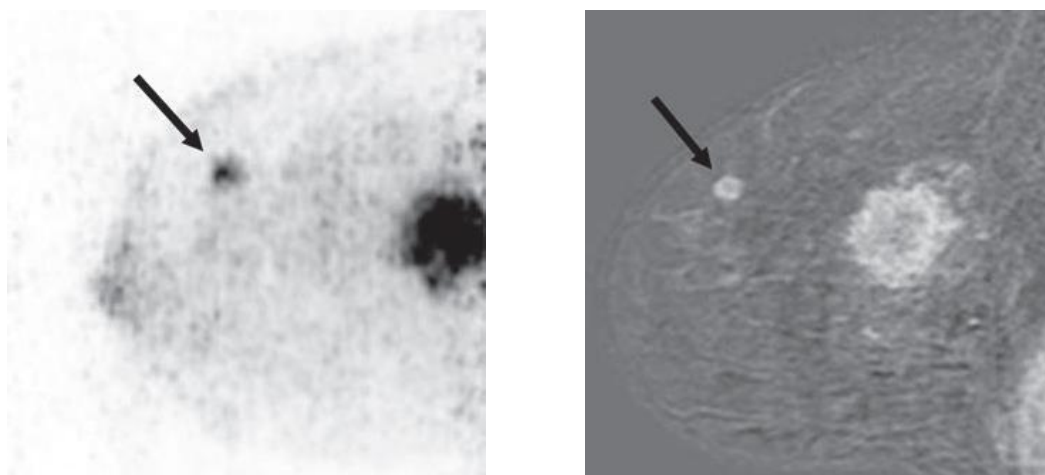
Comparación imagen MAMMI PET con imagen de RM. Fuente: Teixeira et al Evaluation of a Hanging-Breast PET System for Primary Tumor Visualization in Patients With Stage I-III Breast Cancer: Comparison With Standard PET/CT. AJR 2016; 206:1-8
